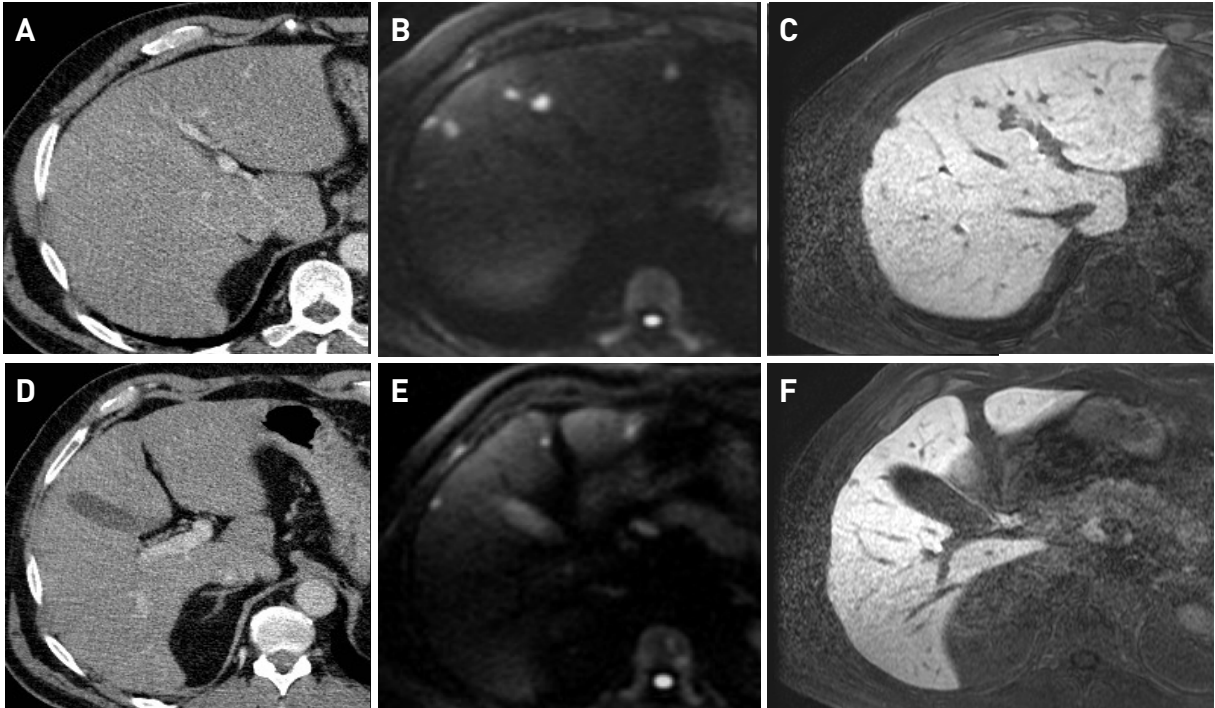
Estudio de estadificación hepática de CCR mediante RM hepática. Estudio de TC (A) y estudio de RM con secuencias de difusión (B) y estudio en fase hepatobiliar tras la administración de gadoxetato (C) en dos cortes diferentes. Nótese que la mayor parte de las metástasis hepáticas no son visibles en el estudio de TC, especialmente aquellas de tamaño inferior a 1 cm. El estudio con contraste en fase hepatobiliar facilita la detección de metástasis pequeñas.
